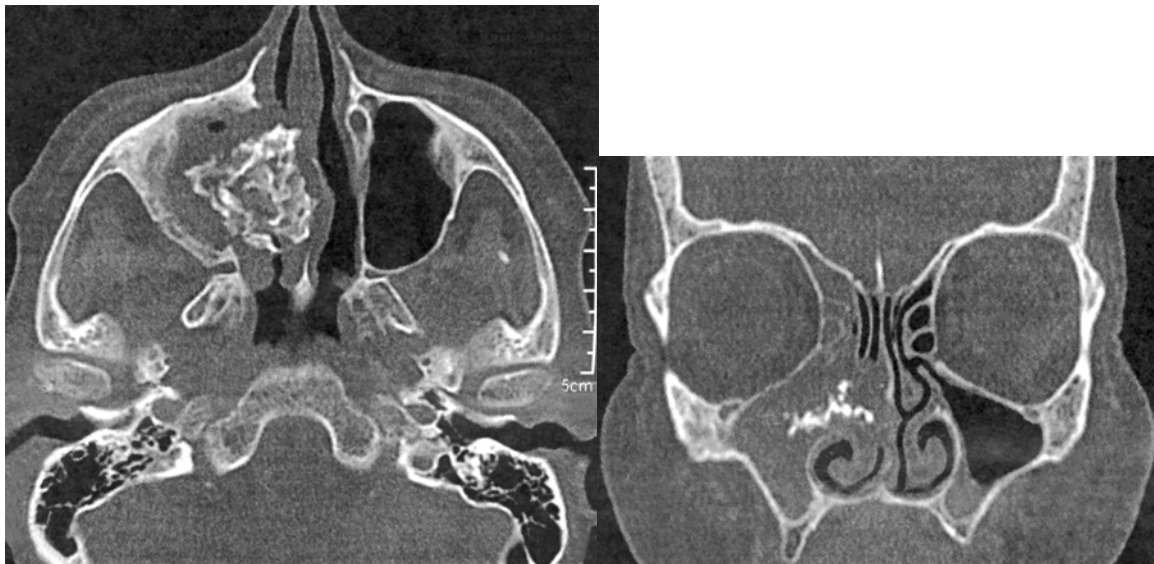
a und 37 b: im koronaren und axialen CT zeigt sich eine metalledichte Verschattung in der rechten Kieferhöhle mit begleitender Schleimhautschwellung.
